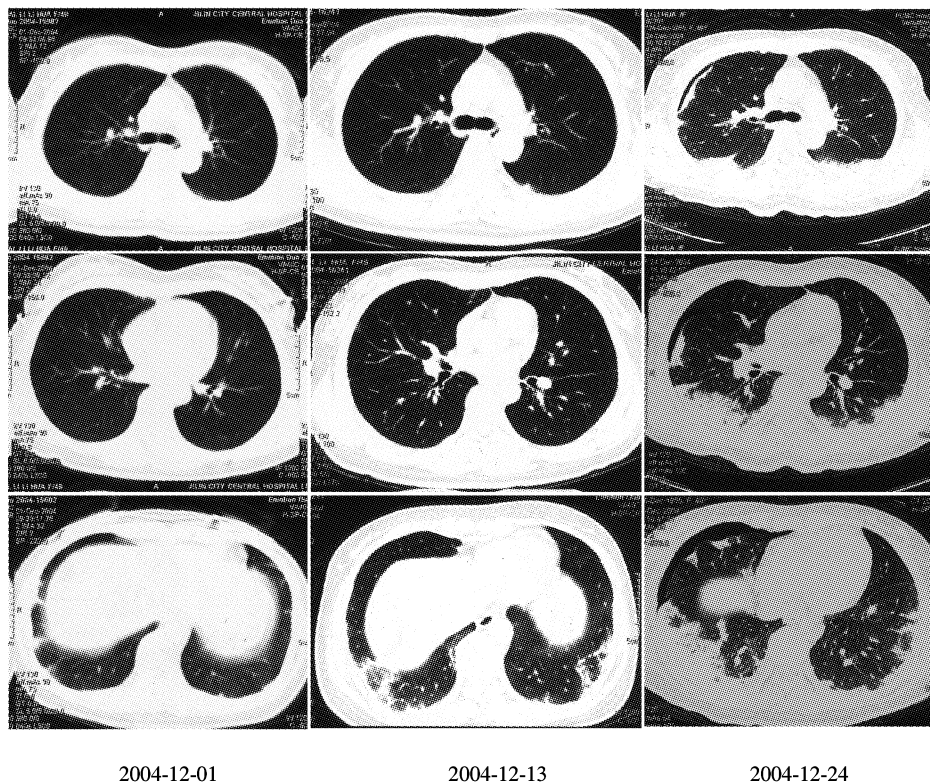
患者 2004 年 12 月 1、13 及 24 日胸部 CT 肺窗比较：可见双肺近胸膜处多发斑片影，呈楔形改变，且进展迅速；2004 年 12 月 24 日胸部 CT 穿刺活检后，右侧可见少量气胸
